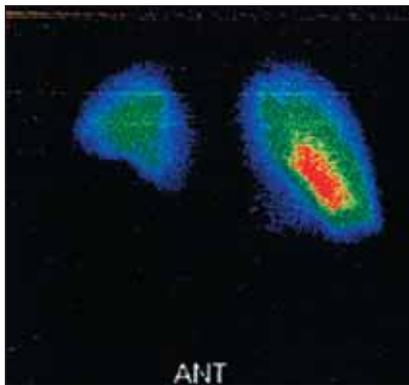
Полипозиционная сцинтиграфия легких. Перфузия левого легкого неравномерно снижена в передневерхних отделах. В правом легком — незначительно выраженная перфузия сохранена в проекции I—III сегментов, остальные отделы практически не кровоснабжаются
